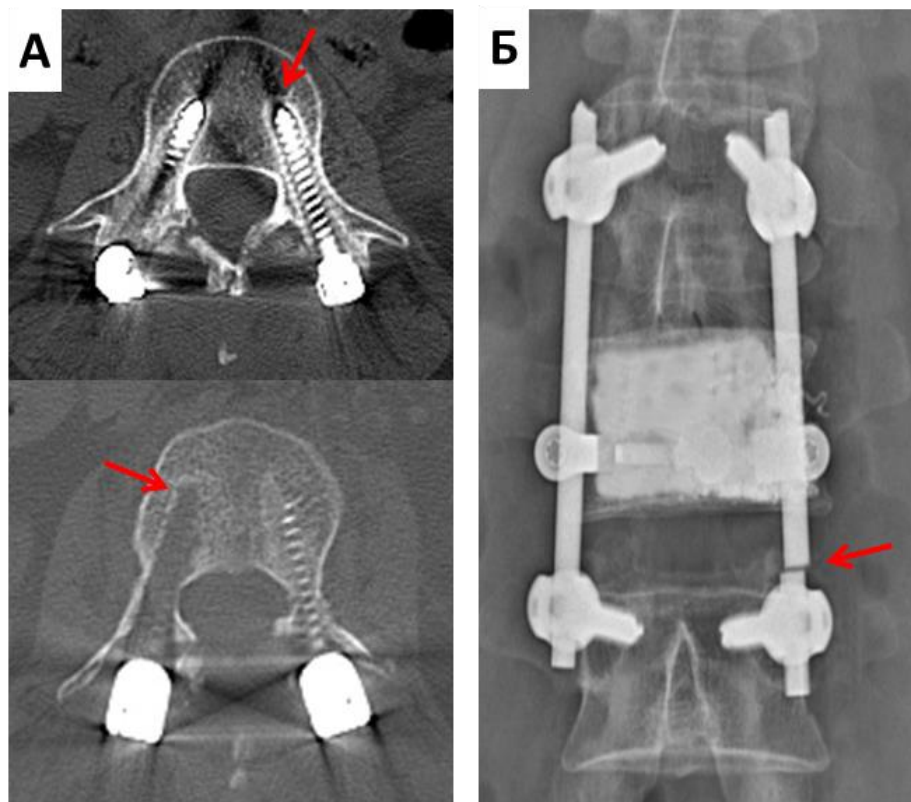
КТ-сканы пациента с признаками остеолиза вокруг транспедикулярных винтов (А) и пациента с переломом левого стержня транспедикулярной системы (Б)
